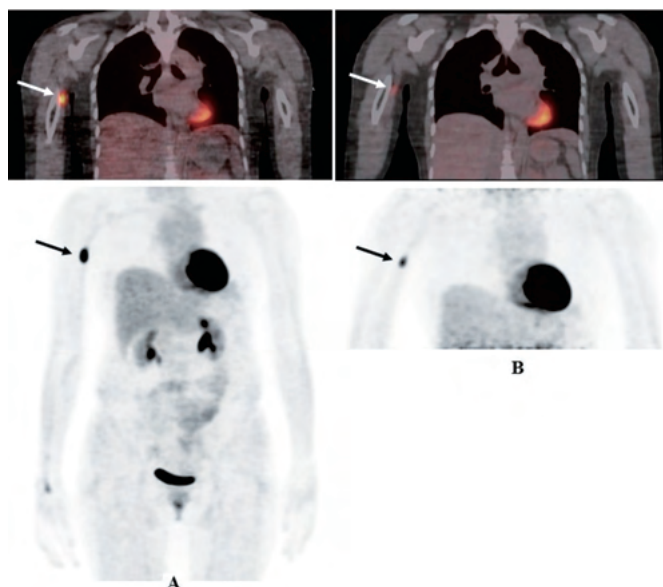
圖一：左上臂偽陽性 FDG 攝取 PET 影像。58 歲女性淋巴瘤病人，於左手肘靜脈注射 FDG，在 PET 初期影像左上臂有局部 FDG 攝取 (A 圖)。在左上臂 FDG 攝取處按摩抓捏 5 分鐘並做上下來回運動後執行延遲影像 (B 圖)，結果 FDG 攝取減少及 SUVmax 值減少 (箭頭，SUVmax 5.6 vs. 3.5)。
